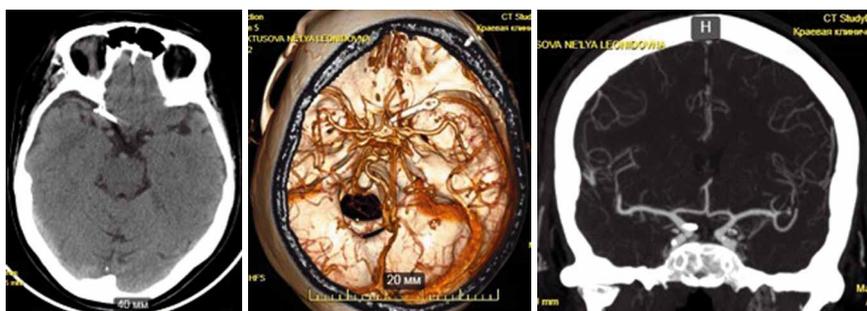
МСКТ-натив и МСКТ-ангиография пациентки П. 1-е сутки после операции. MSCT-native and MSCT-angiography of patient P. 1st day after surgery.
